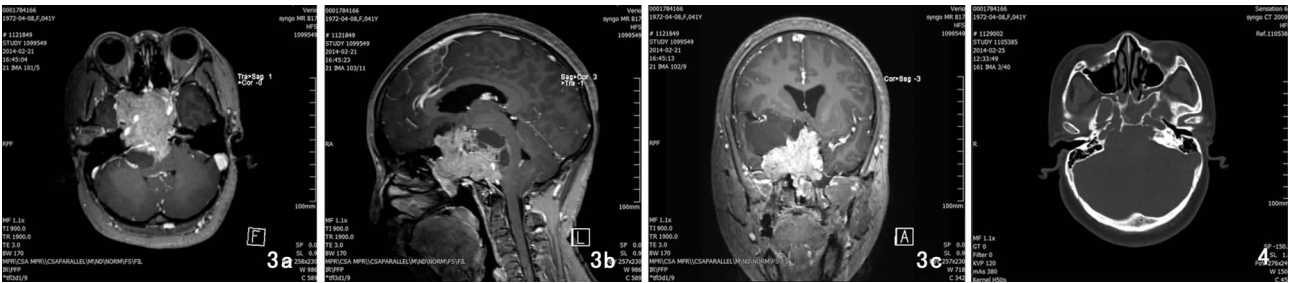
头颅 MRI 平扫 + 增强 3a:可见病变侵袭双侧海绵窦受侵,颈内动脉呈包绕状;3b:可见肿瘤向前突入蝶窦腔内,垂体受压明显;3c:病变信号混杂可见囊实性成分,实性成分明显强化 图 4 头颅 CT 可见鞍区扩大,骨质变薄,右侧蝶骨部分骨质破坏
